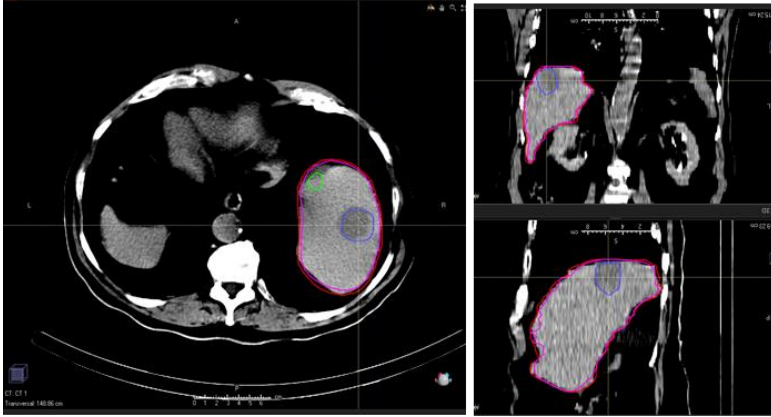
Contornos definidos sobre el CT de la imagen  $^{99m}\text{Tc}$ -MAA SPECT-CT del paciente 8: hígado (rojo), volumen diana correspondiente al lóbulo hepático derecho (rosa); y lesiones tumorales (azul y verde).
